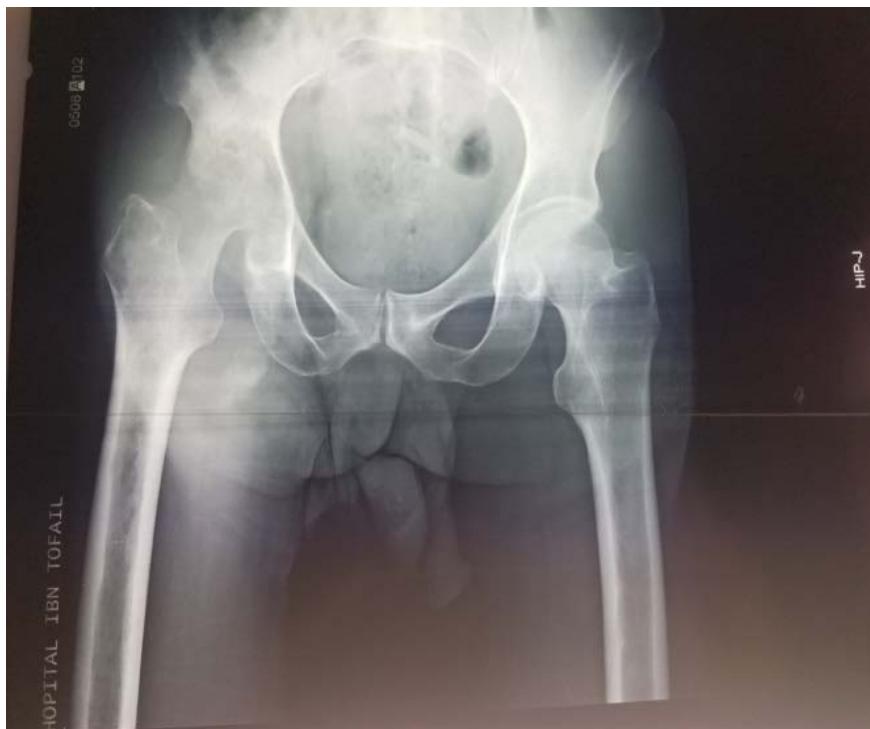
Radiographie du bassin face objectivant une image lytique de la tête fémorale, un pincement important de l'interligne coxo-fémorale droite avec destruction articulaire associée une déminéralisation osseuse.
